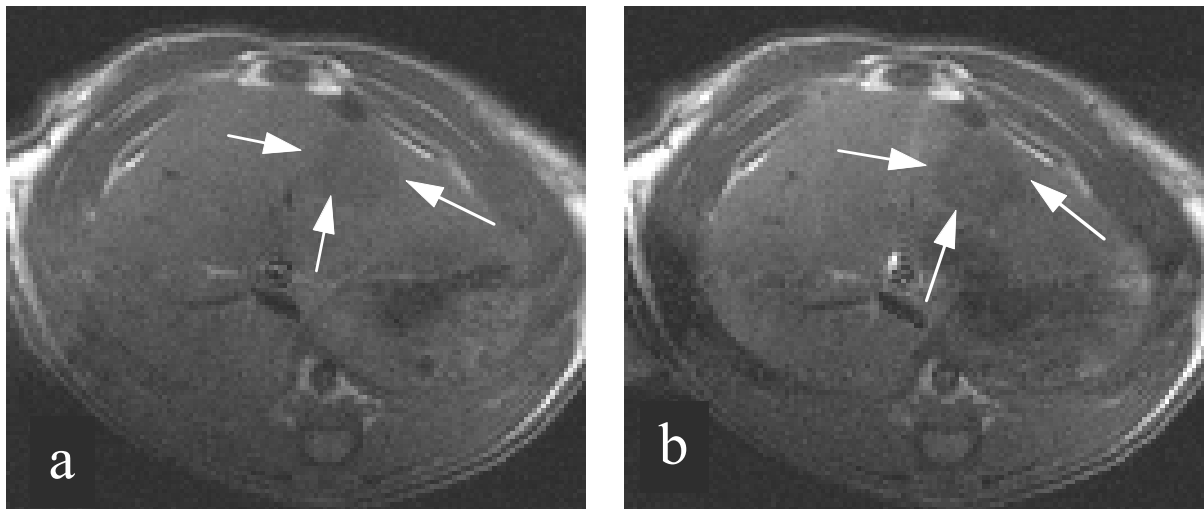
T1-gewichtete MRT-Aufnahme (SE 400/15) vor (a) und nach (b) Applikation von 5-FU-Gd-SUV-PEG i.a. (Gruppe 5): Es wurde kaum Kontrastzuwachs in Bild b verzeichnet; das Kontrastverhältnis beträgt $k(\text{Tu}/\text{Le}) = 0,80$ (nativ: $k(\text{Tu}/\text{Le}) = 0,89$). Der Tumor verhält sich hypointens gegenüber dem Lebergewebe. Die Leber zeigt einen äußerst geringen Signalanstieg gegenüber der Nativaufnahme (b).
